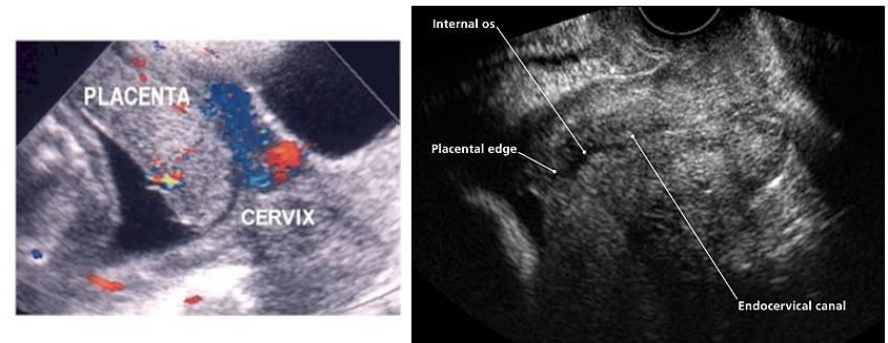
Ultrasound (sagittal view) shows placenta previa
